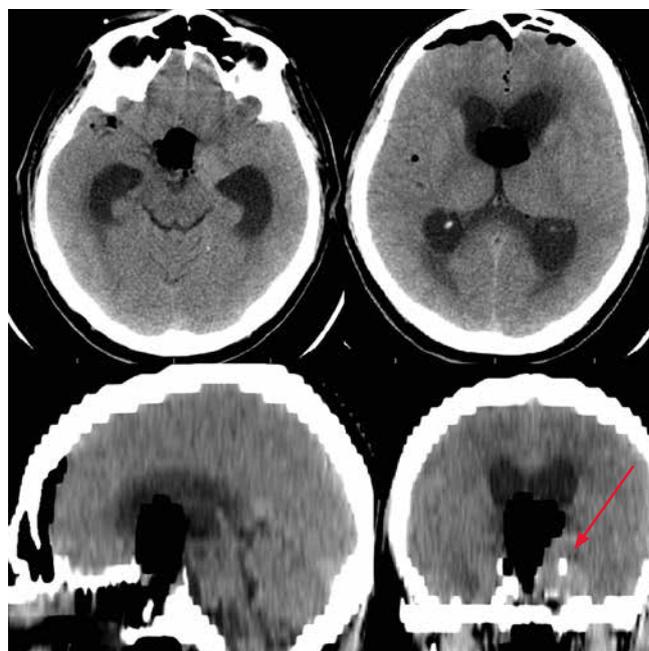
Компьютерные томограммы пациента С. на 1-е сутки после операции. Определяется остаток опухоли в левом кавернозном синусе (стрелка), эндосупраселлярный компонент опухоли удален
